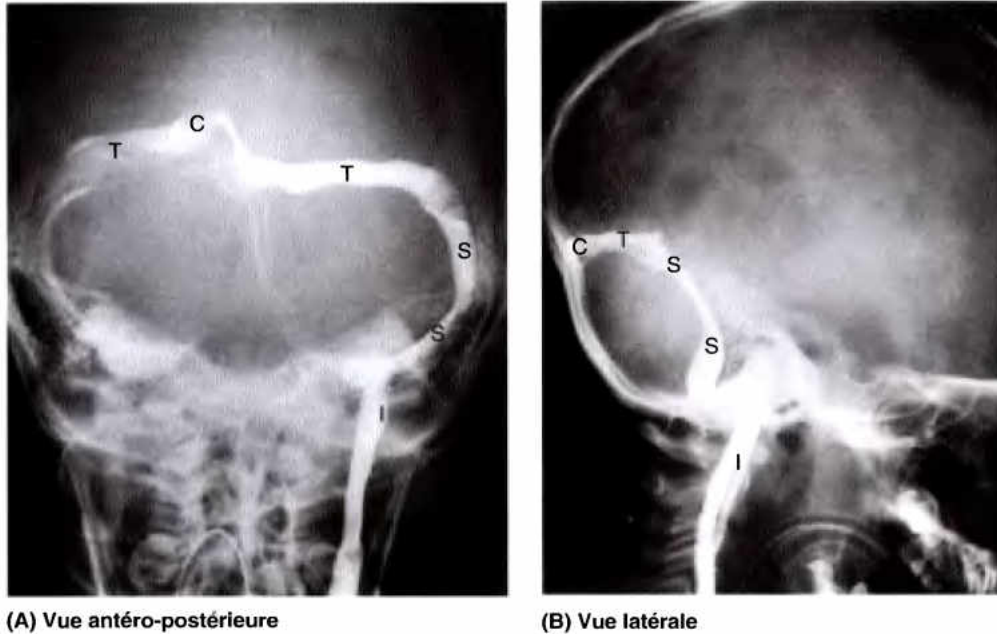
Phlébographies des sinus durs. A et B. Après l'injection d'un produit de contraste dans le système artériel, le produit a circulé dans les capillaires de l'encéphale et est ensuite recueilli par les sinus veineux de la dure-mère comme le montrent ces radiographies. C, confluent des sinus ; I, veine jugulaire interne ; S, sinus sigmoïde ; T, sinus transverse. Sur la vue AP (A), remarquez la prédominance gauche du drainage du confluent des sinus. (Avec l'aimable autorisation du Dr. D. Armstrong, Professeur Associé d'Imagerie Médicale, Université de Toronto, Toronto, Ontario, Canada).
